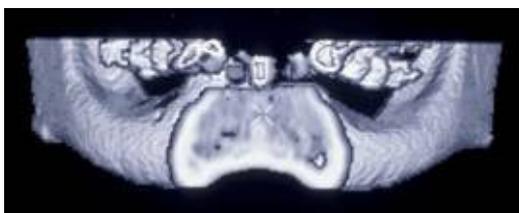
TC da mandíbula com reconstrução da imagem no plano frontal, semelhante a uma radiografia panorâmica. Os números indicam a posição dos cortes sagittais realizados.
